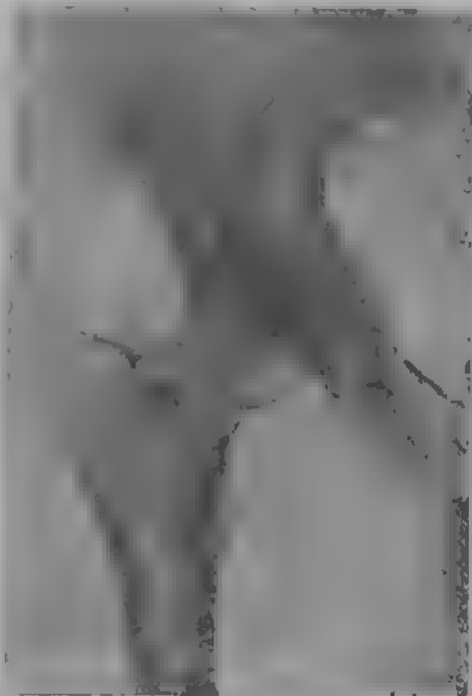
Пертесовское заболевание головки бедра. Рентгенограмма сустава в момент начала болезни.
